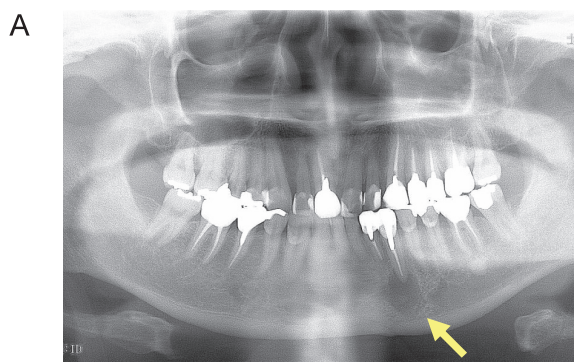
A：症例3のパノラマX線写真，左側下顎犬歯の根尖部に嚢胞を思わせるX線透過像を認めた（黄矢印） B：当科にての消炎処置とCRP値の変化。
